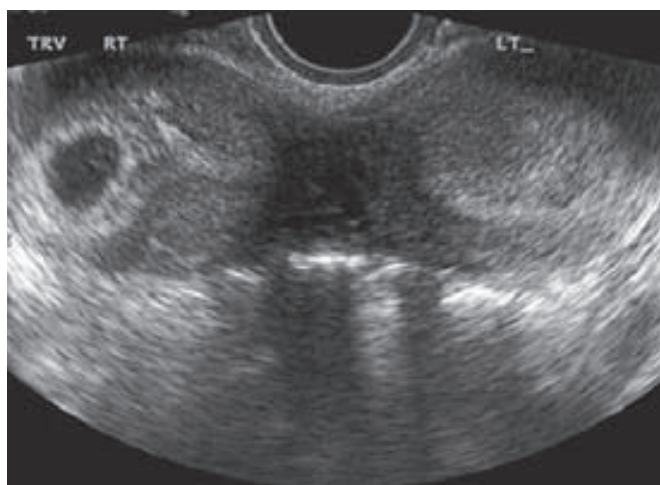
Útero didelfo. La ecografía transvaginal en plano transversal muestra los dos cuernos uterinos completamente separados. Se observa un saco gestacional en el útero derecho. (Cortesía de la Dra. Elysia Moschos.)
